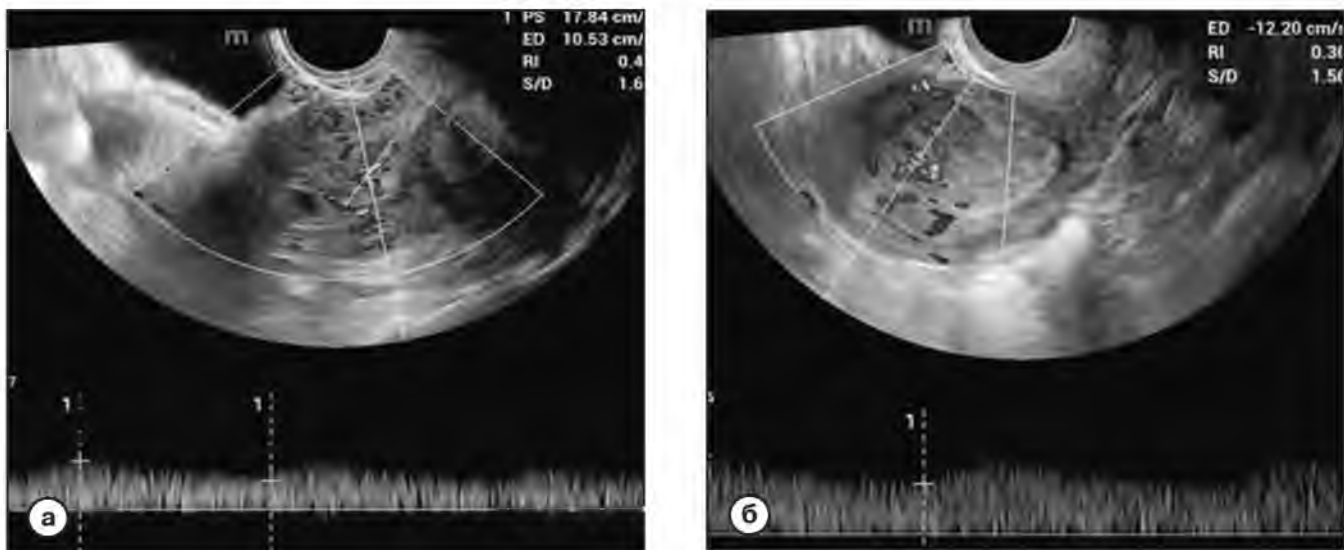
Рак эндометрия III стадия. Эндометрий резко утолщен неоднороден, определяется внутриопухольный кровоток и усиление эндометриального кровотока, ТВУЗИ.
